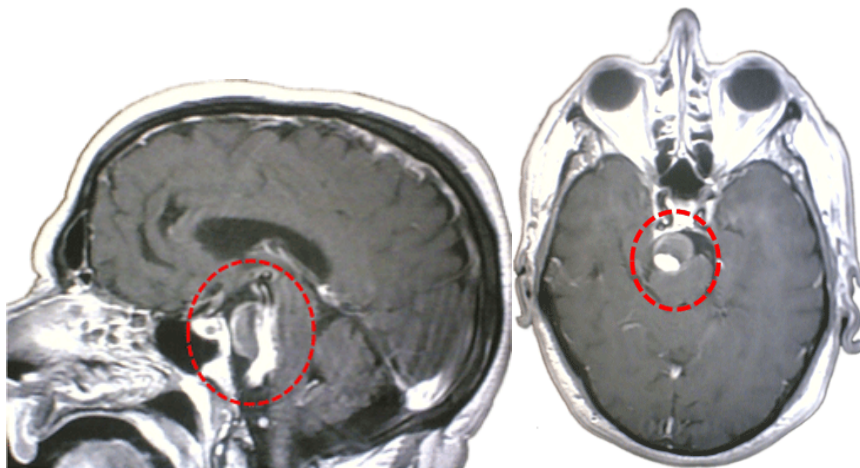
RMN craneal secuencia T1 con contraste mostrando aneurisma trombosado en arteria basilar, imagen izquierda corte sagital y a la derecha corte axial.
